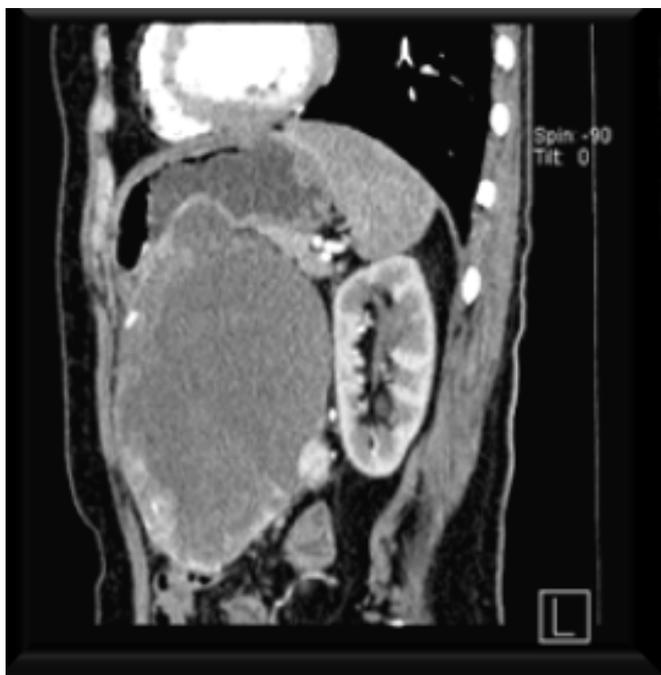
TC Abdómino pélvica
